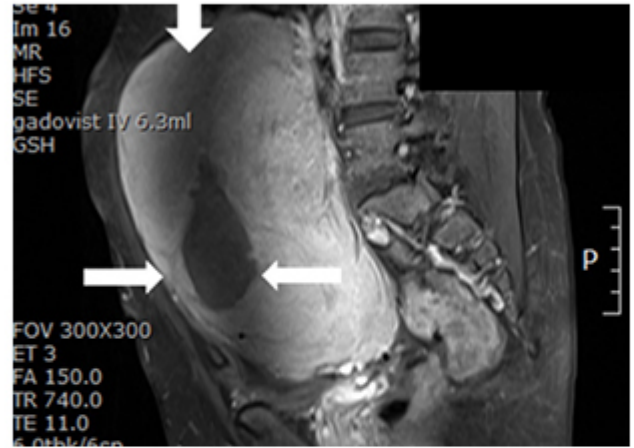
i, MRI T1-myoma, cystic degeneration, low signal
